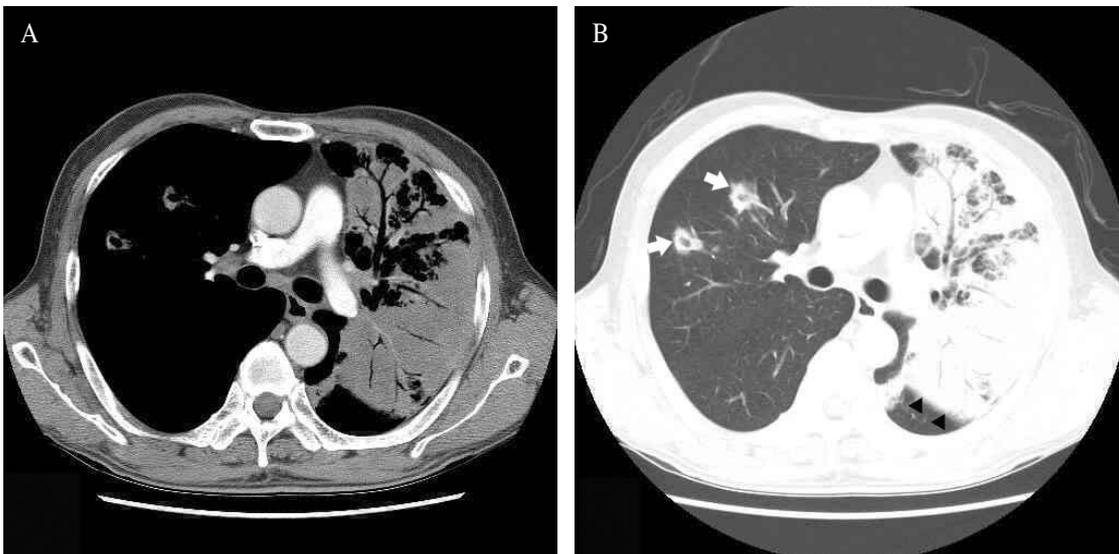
Computed tomographic (CT) findings in a patient with pulmonary cryptococcosis. Initial mediastinal (A) and lung (B) window setting CT images show patchy dense air-space consolidations in left upper lobe. Fissural bulging (black arrowheads in B) represents volume expansion of the lesion. A couple of poorly defined nodules showing cavitations are scattered in right upper lobe (white arrows in B).
